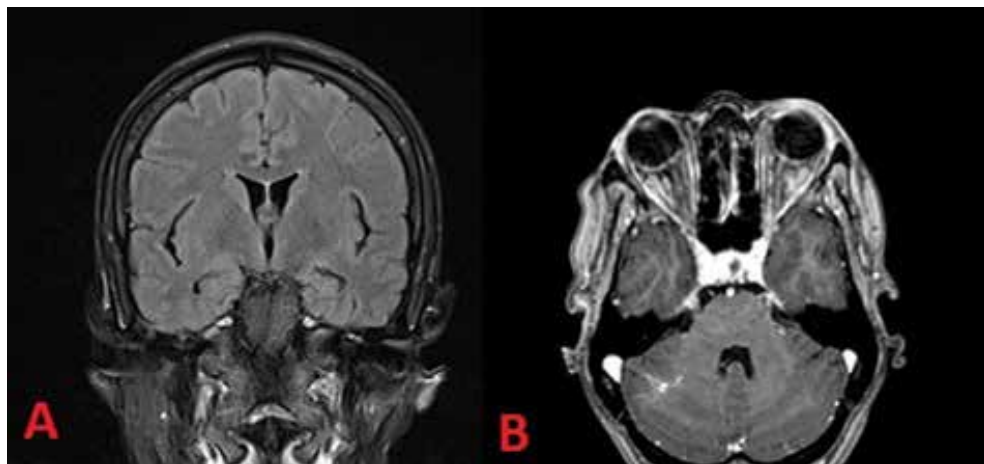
RM cerebral con contraste: Captación bilateral y simétrica de ambos trigéminos y nervios faciales. FLAIR corte coronal (A) y T1 contraste corte axial (B).
